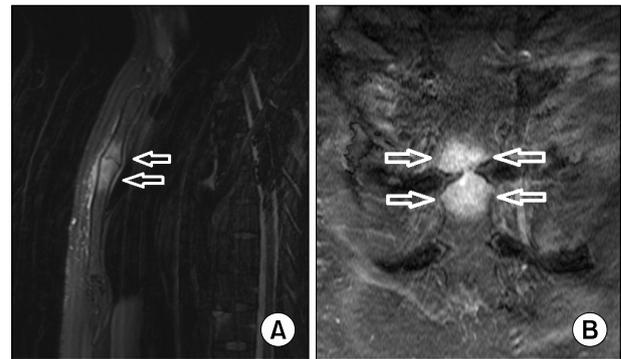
Magnetic resonance imaging of sagittal (A) and coronal (B) fat suppressed T2 weighted image show bone marrow edema at manubriosternal junction (arrows).
